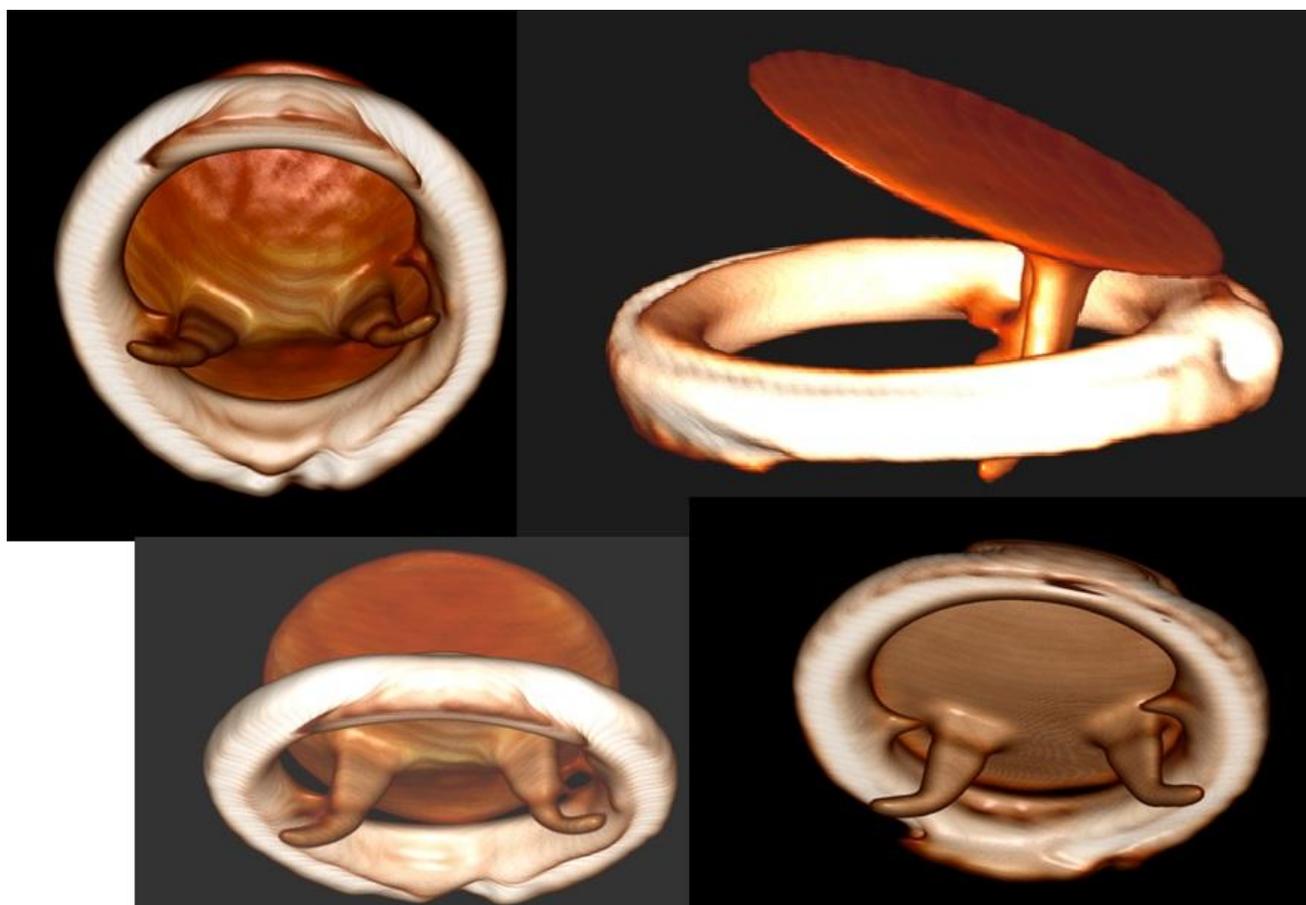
Válvula de Alvarez. Imágenes reconstruidas en diversas proyecciones con Tomografía Computarizada en el Departamento de Imagen de la Universidad de León
